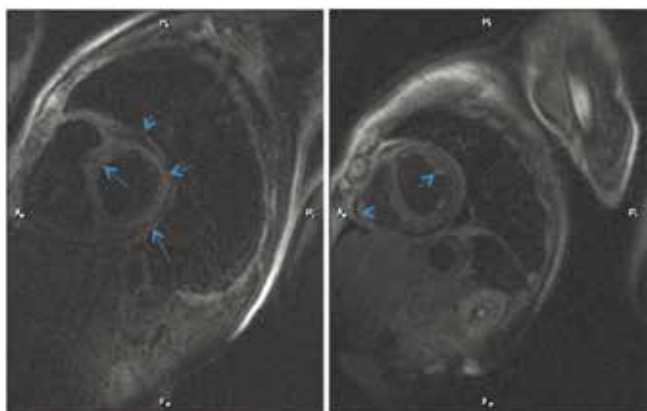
МРТ сердца больного П. Отсроченное контрастирование: накопление контрастного вещества в миокарде правого и левого желудочков, перикарде.
